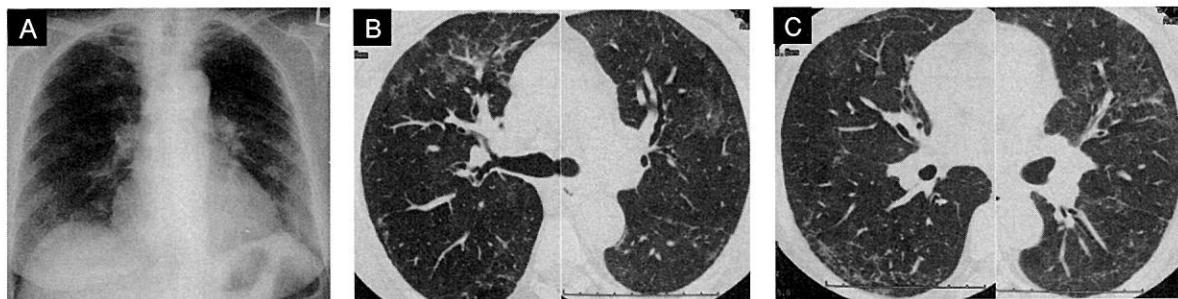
Followed chest radiograms checked after 2 months. A, B, C simple chest film and chest CT scans are nearly cleared up.
